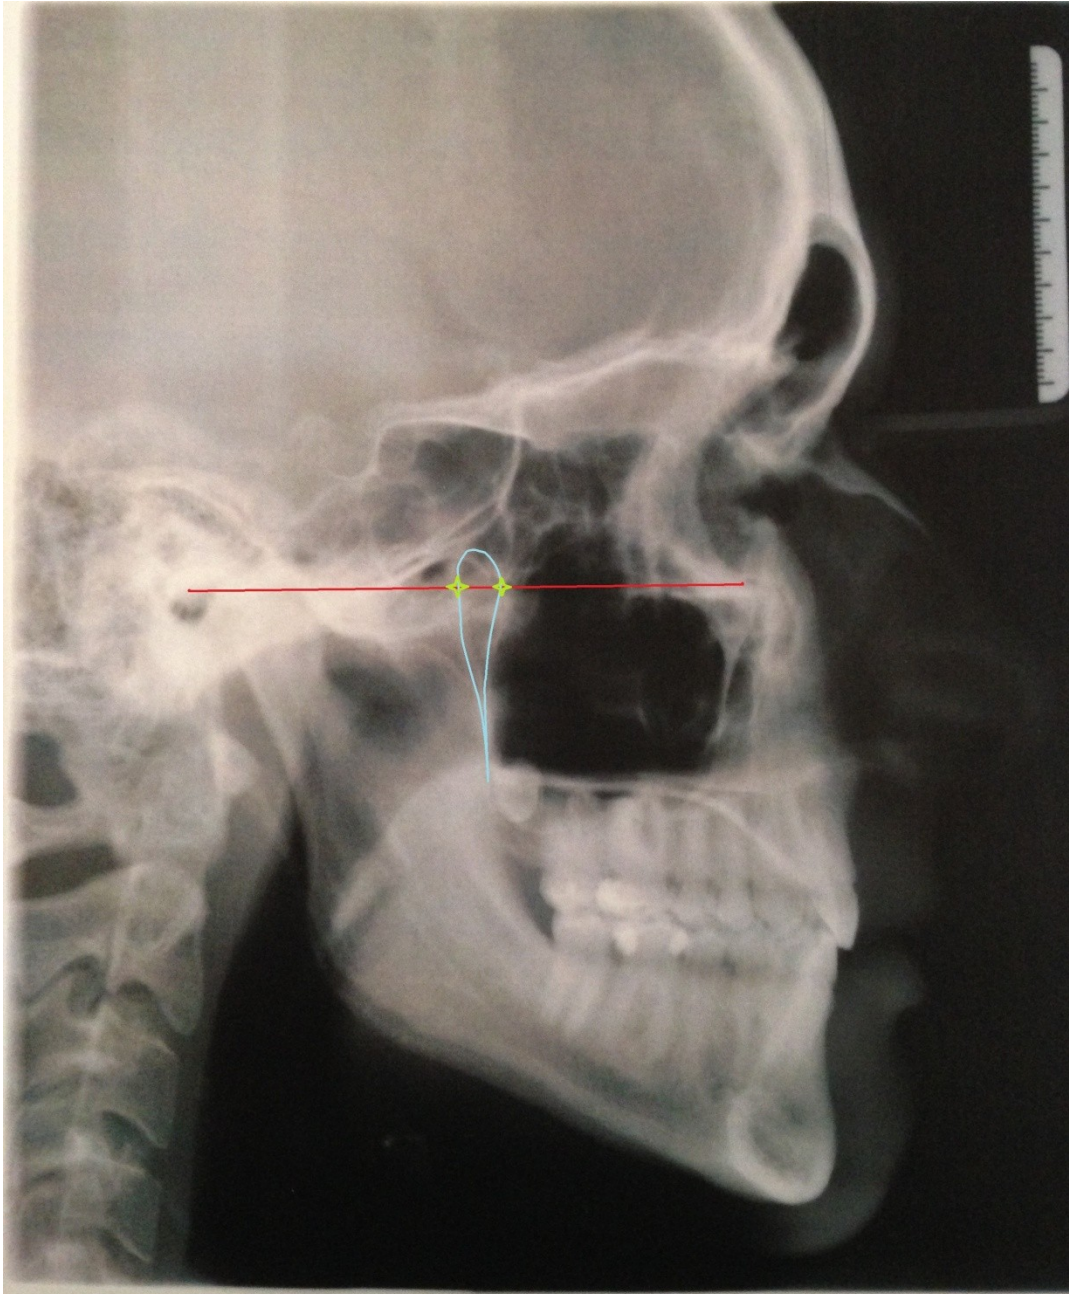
Laterales Fernröntgenbild: FH (rot) und Fossa pterygopalatina (hellblau) mit Schnittpunkten (gelb)
